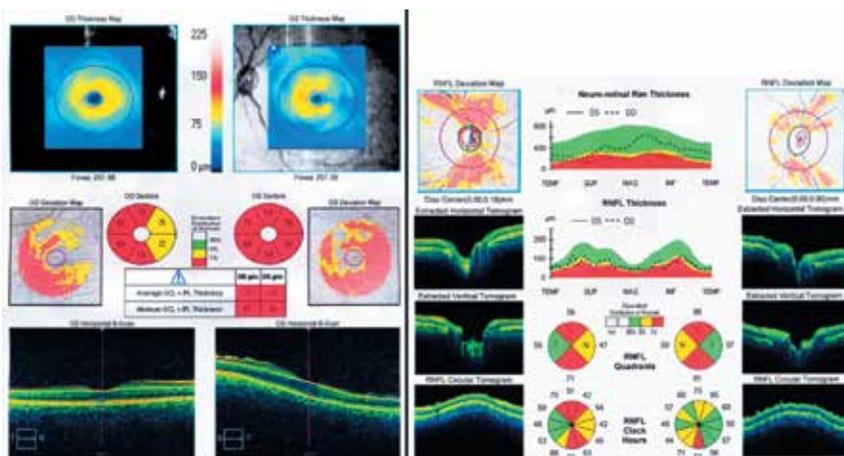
Пациент «А». Оптическая когерентная томография заднего отрезка глаз. Пояснения в тексте
